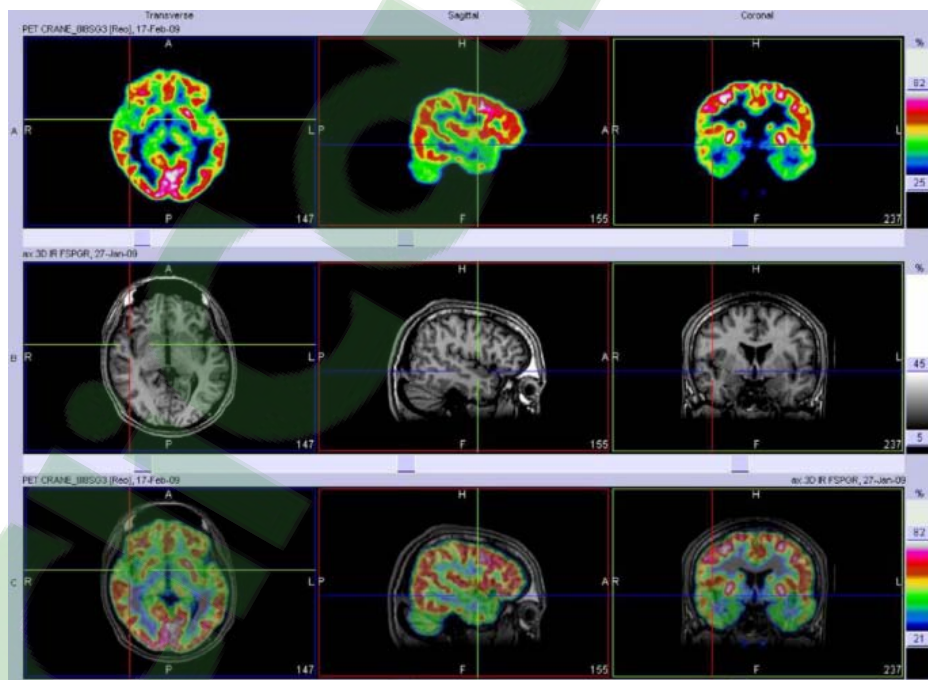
Exemple de recalage TEP/IRM dans les plans axial, sagittal et coronal chez un patient ayant une épilepsie temporelle droite cryptogénique (caméra Biograph Siemens). Détection d'un hypométabolisme intéressant la partie antérieure du gyrus temporal supérieur et le cortex insulaire adjacent.(99)
